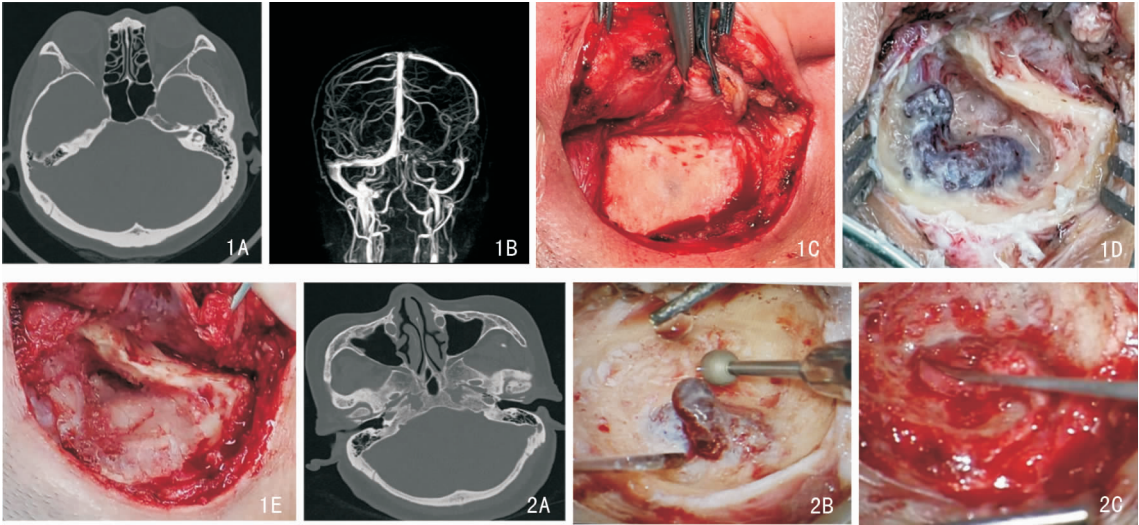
病例 1 术前影像学检查及术中所见 1A:术前颞骨 CT 右侧乙状窦憩室形成伴局部骨壁缺损;1B:颅脑 MRV 示右侧乙状窦优势引流,伴横窦膨胀;1C:术中见乳突骨皮质局部发蓝;1D:术中磨除乙状窦表面骨质,见异常突出的乙状窦,伴横窦局部突出膨胀,硬脑膜表面亦可见突出的静脉窦;1E:乙状窦横窦还纳及用颞肌筋膜、骨粉、纤维蛋白胶及骨蜡行骨壁重建后 图 2 病例 2 术前影像学检查及术中所见 2A:术前颞骨 CT 左侧乙状窦憩室形成伴局部骨壁缺损;2B:术中见“手指样”异常突出的乙状窦;2C:突出的静脉窦烧灼还纳后带蒂颞肌筋膜瓣行窦壁重建
